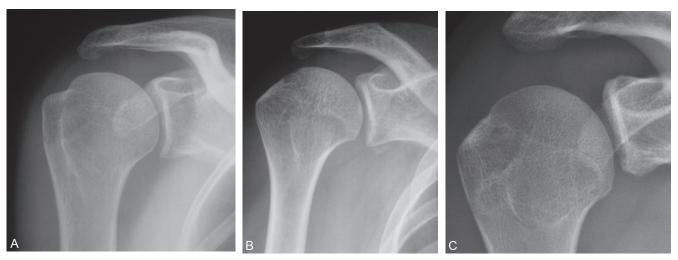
Radiographie de face en rotation neutre sans usure du rebord antéro-inférieur de la glène (a), avec fracture séparation du rebord antéro-inférieur (b) et avec une érosion osseuse chronique (c).
